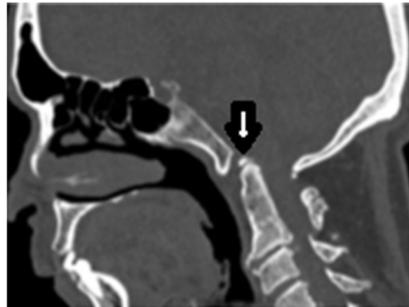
Vue sagittale CT d'un cas d'ossiculum terminale (flèche noire) (480)
